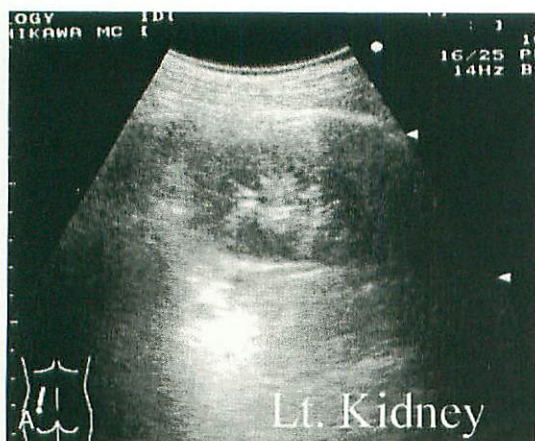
右腎癒痕 超音波 (A, B) と^{99m}Tc-DMSA腎シンチグラフィ (C プレーナー D SPECT像)
